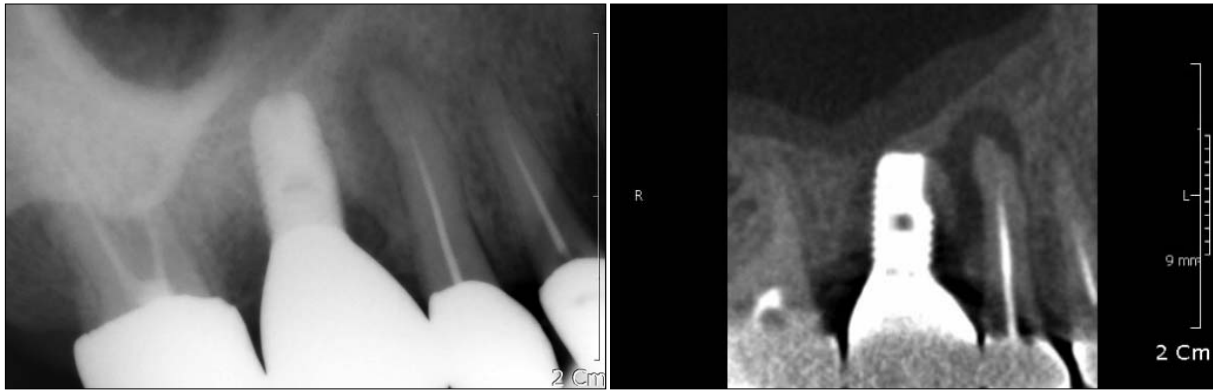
Periapical radiograph and CT view of final implant restoration on maxillary 1st molar.
